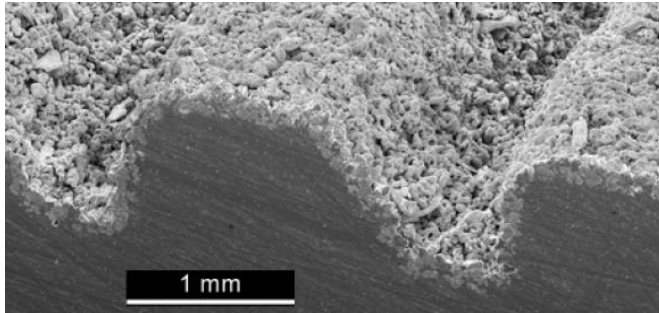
Vergrößerung der RM Pfannen-Oberflächenstruktur (Gasser 2009)
